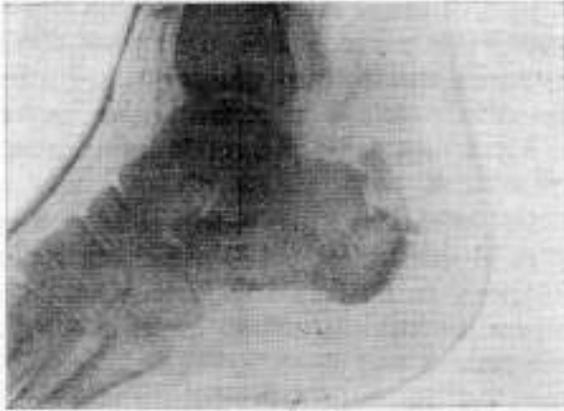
º 6. — Radiografía de control, después de la operación.
